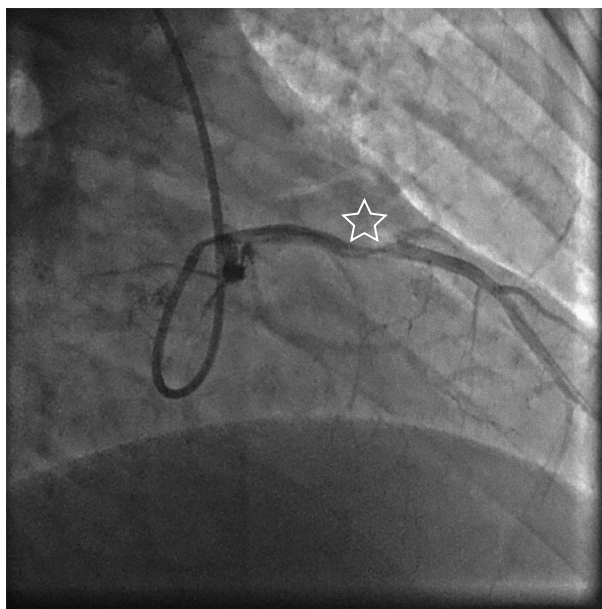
Промежуточный АГ-результат после выполненной ТБКА: отмечается восстановление антеградного эпикардального кровотока до уровня TIMIfg-2, переход на этап ВСУЗИ (зона интереса в рамках ВСУЗИ среднего сегмента бассейна ПМЖА отмечена звездочкой)
